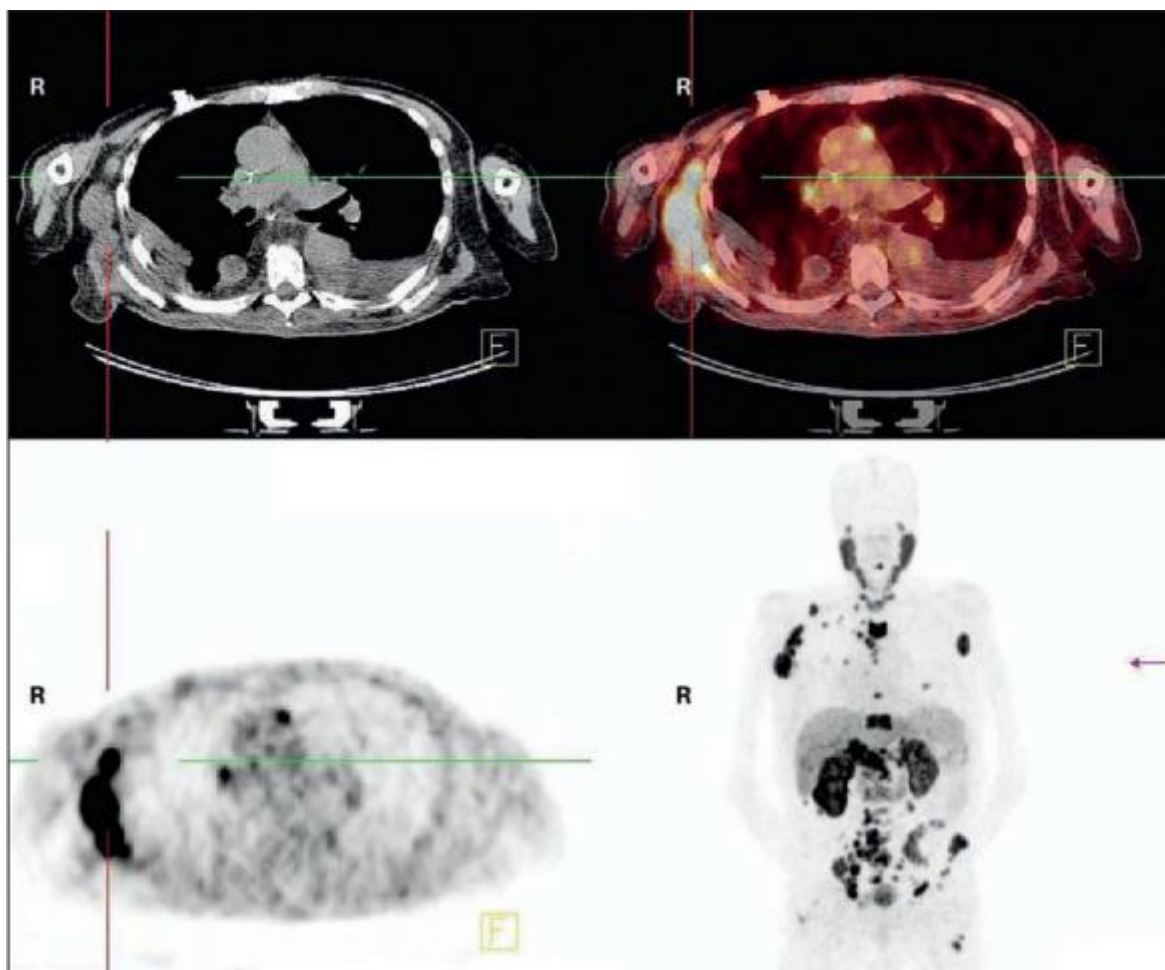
TEP/TDM avec ligands PSMA radiomarqué au Ga chez un patient de 70 ans présentant un carcinome prostatique résistant à la castration avec métastases osseuses et lymphatiques. Forte accumulation de PSMA au niveau des métastases lymphogènes, osseuses et hépatiques. Les images ont été acquises par la clinique universitaire de Marbourg et mises à disposition pour reproduction. [50]
